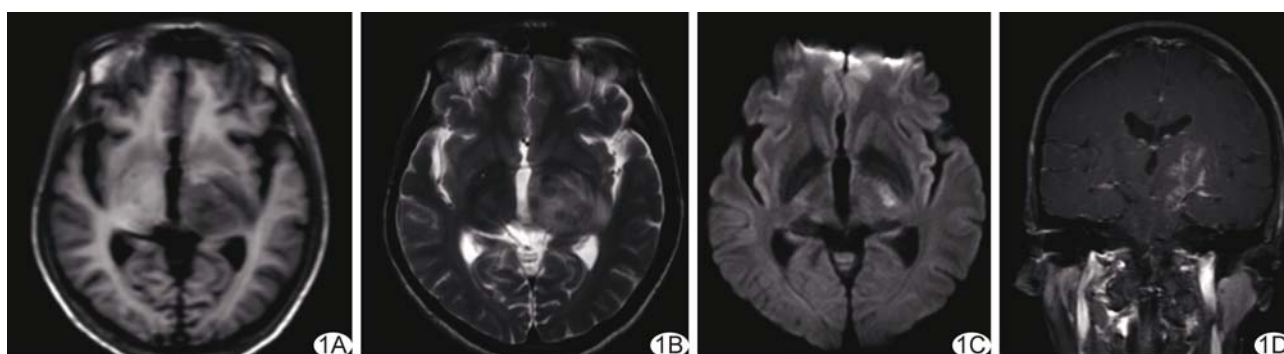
神经白塞综合征 T1WI(A)显示病变呈低信号, T2WI(B)、DWI(C)呈不均匀高信号, 增强扫描(D)病变呈地图样不均匀强化
